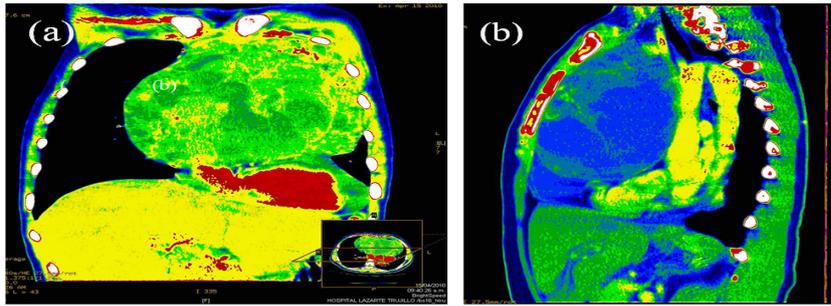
Tomografía axial computarizada de tórax, muestra tumoración voluminosa de bordes bien definidos, que comprime el corazón, ambos pulmones a predominio izquierdo y desplaza la pared torácica antero-lateral (a) y comprime el corazón, aorta ascendente, cayado aortico y aorta toracica (b).
